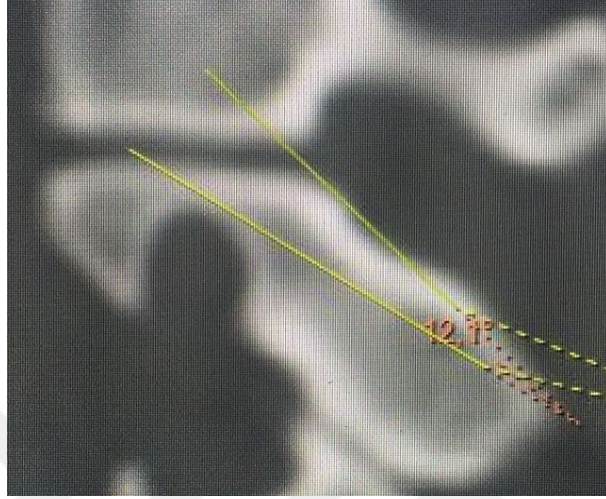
Sağ C2 MA (BT aksiyel kesit BT aksiyel kesit)
